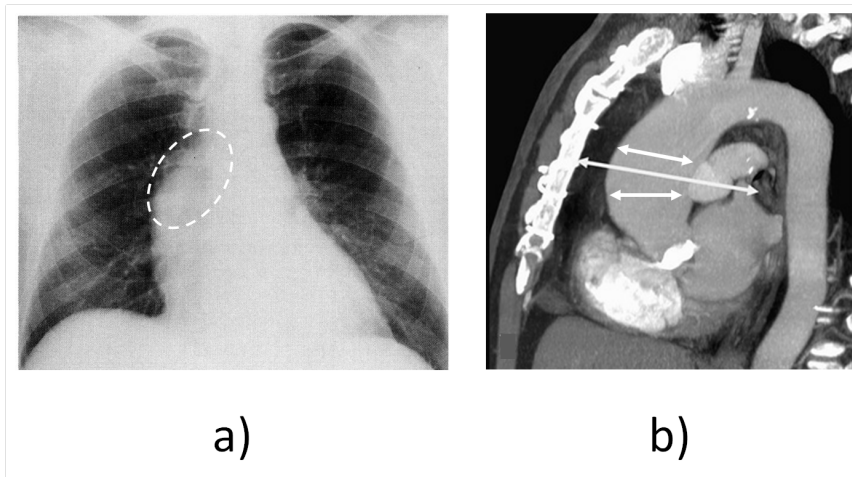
a) La radiographie du thorax permet de découvrir la présence d'un anévrisme et b) l'utilisation de l'IRM permet de mesurer précisément son diamètre (Sullivan *et al.*, 1988; Evangelista, 2010).
